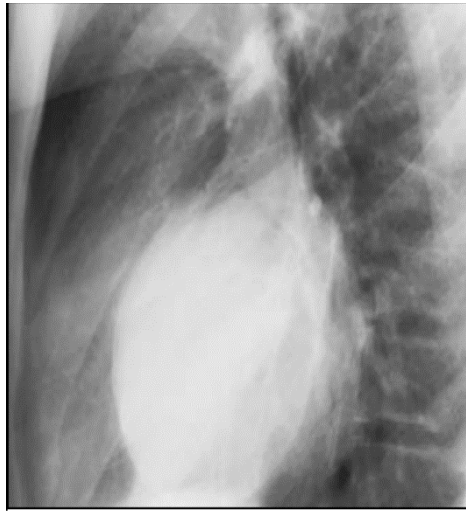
Radiographie thoracique de profil montrant un KHS au niveau de la grande scissure droite [108].
